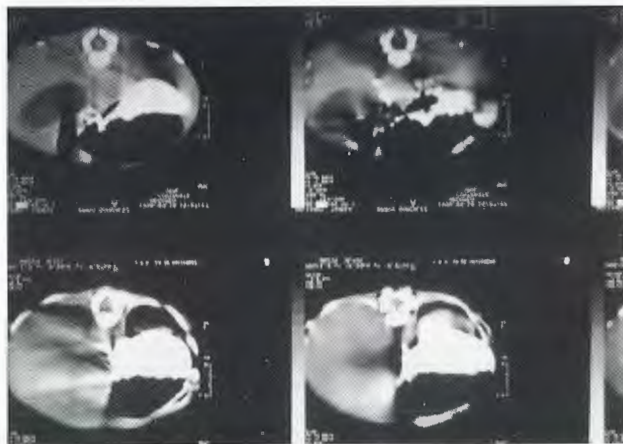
La tomografía muestra una imagen ovoide debajo e íntimamente adherido al hígado.
